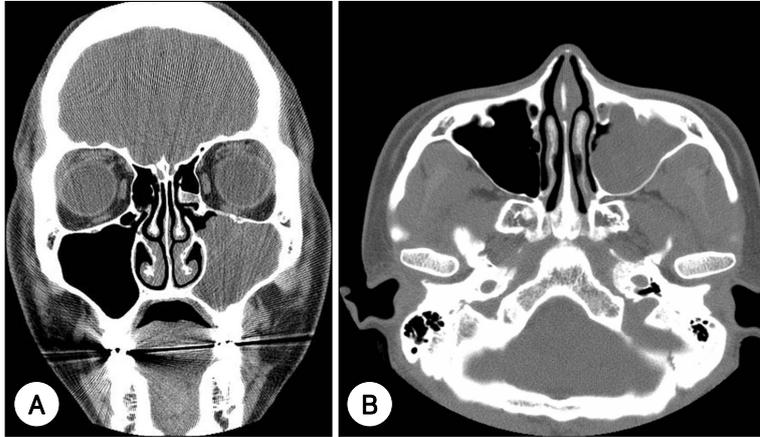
Preoperative CT findings. Coronal (A) and axial (B) CT scan show soft tissue density filling entire left maxillary sinus with no bone destruction.
